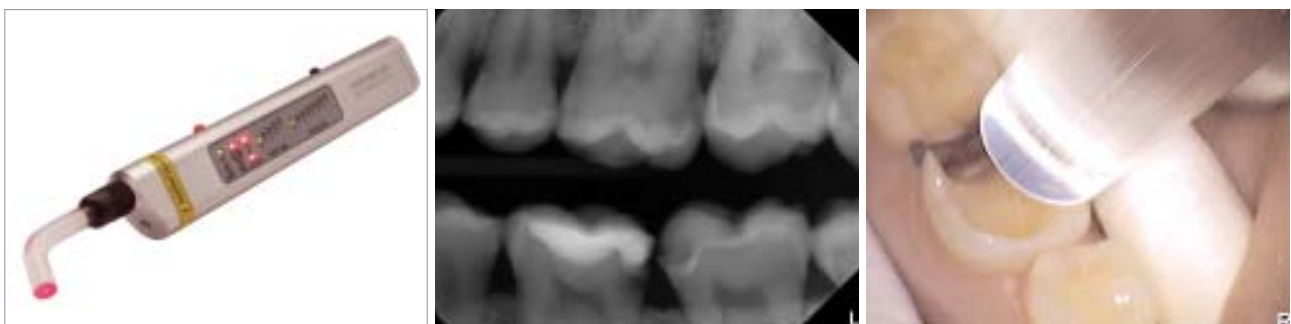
Der benutzte Laser mit Lichtleiter für die intraorale Anwendung. – Abb. 2: Röntgenbild mit CP-Befund an 26, 36 und 37. – Abb. 3: Bestrahlung der präparierten Zähne.
